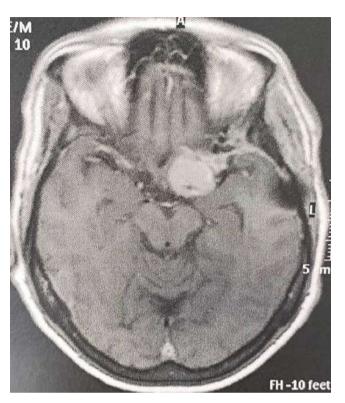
Meningioma clival visto na RM (T1).
